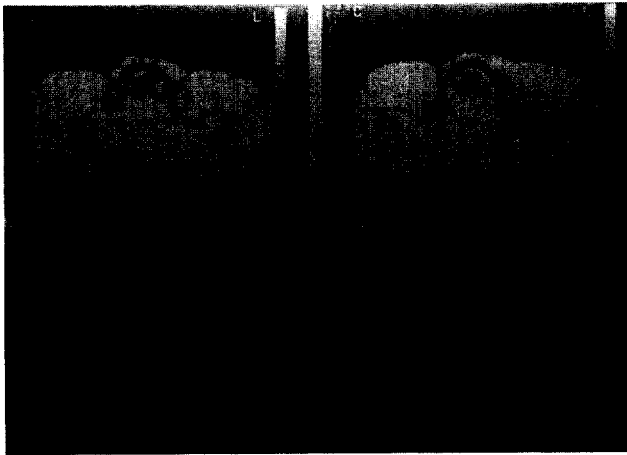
Chest CT shows marked mediastinal emphysema and disruption of tracheal wall.
